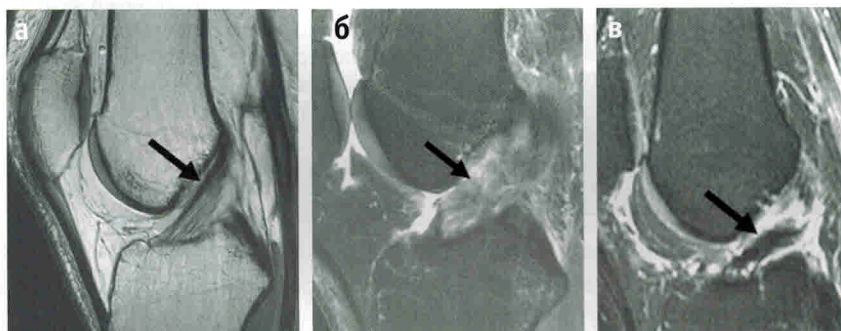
МРТ коленного сустава в сагиттальной плоскости, стрелкой показано: а – не поврежденная ПКС; б – свежий разрыв ПКС; в – застарелый разрыв ПКС
